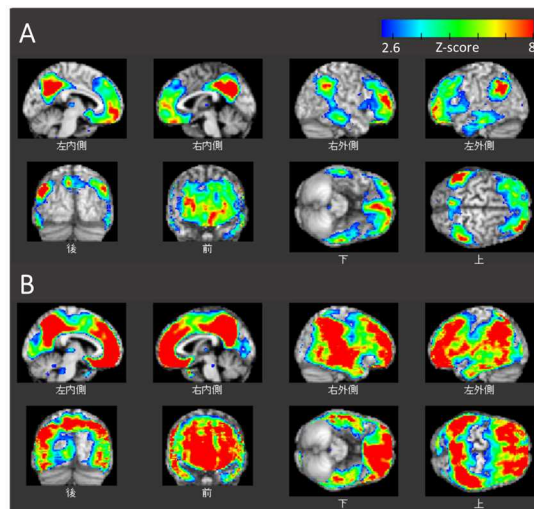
EOAD 患者におけるアミロイド PET の Amyquant 解析結果
